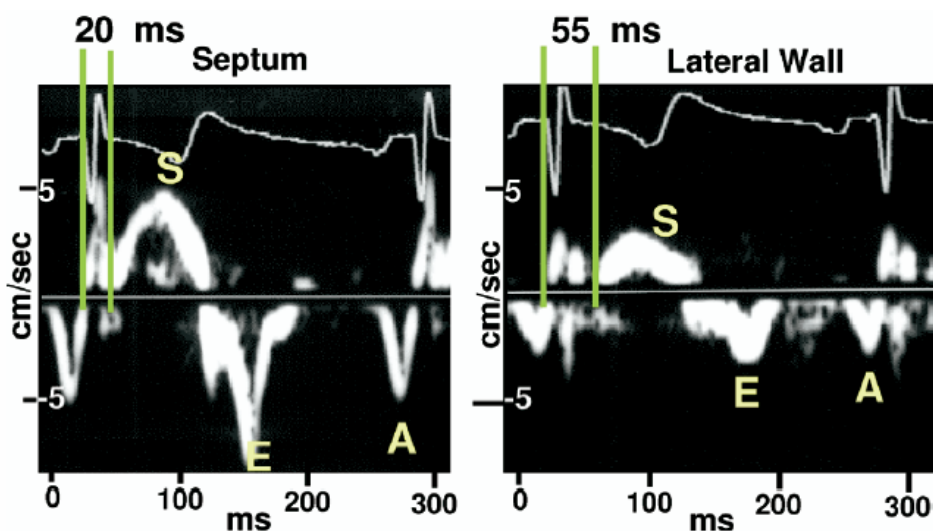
Doppler tisular septo-pared lateral. Doppler pulsado tisular que representa disincronía intraventricular al medir un retraso entre el inicio del QRS y el final de la onda sistólica entre la pared lateral y el septo. Adaptado: Echocardiography for Cardiac Resynchronization Therapy: Recommendations for performance and reporting- a report from the ASE Dyssynchrony Writing Group. JASE 2008 Vol 21 3 191-213
